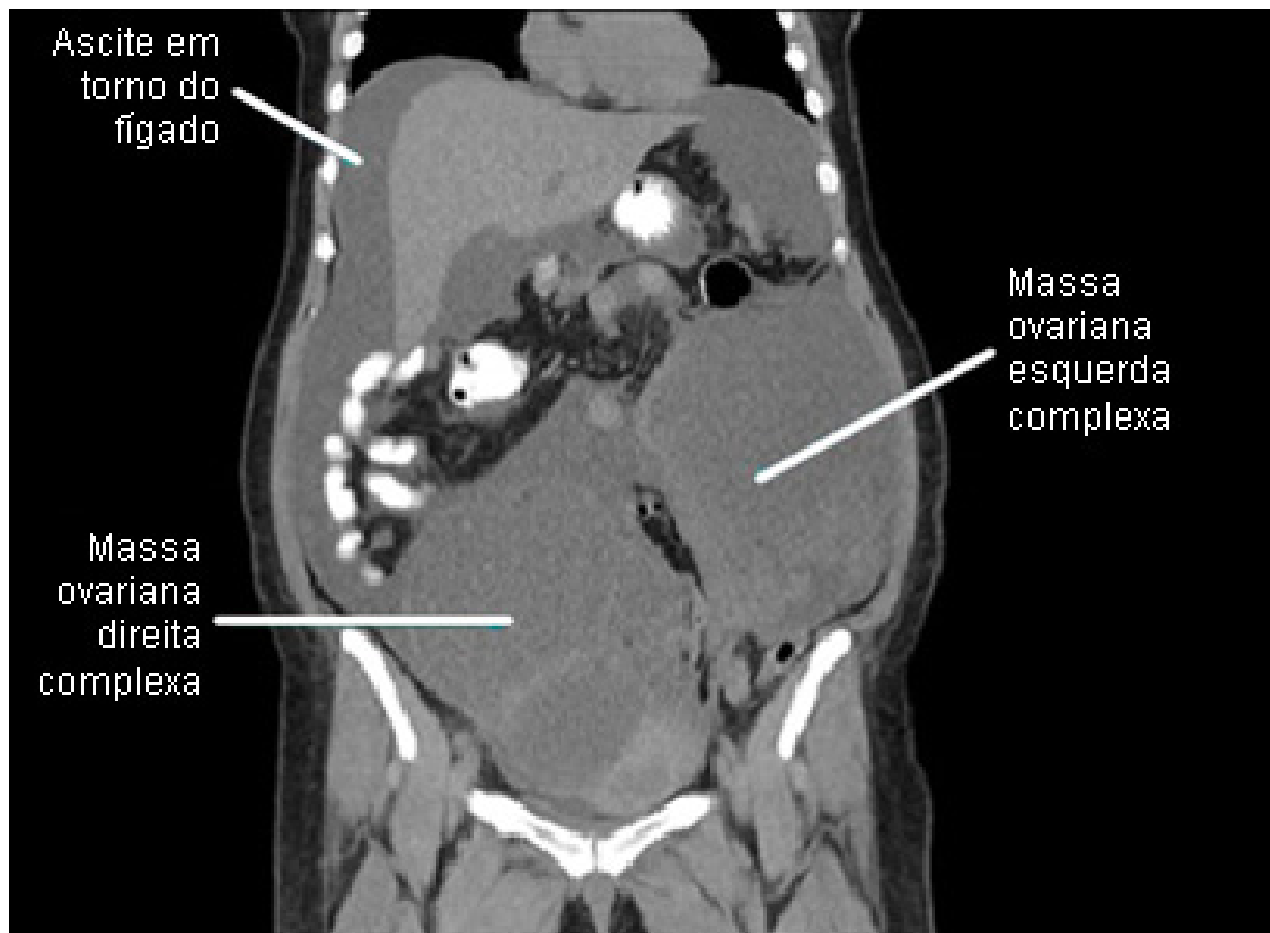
Massas ovarianas e ascite em tomografia computadorizada (TC) coronal
